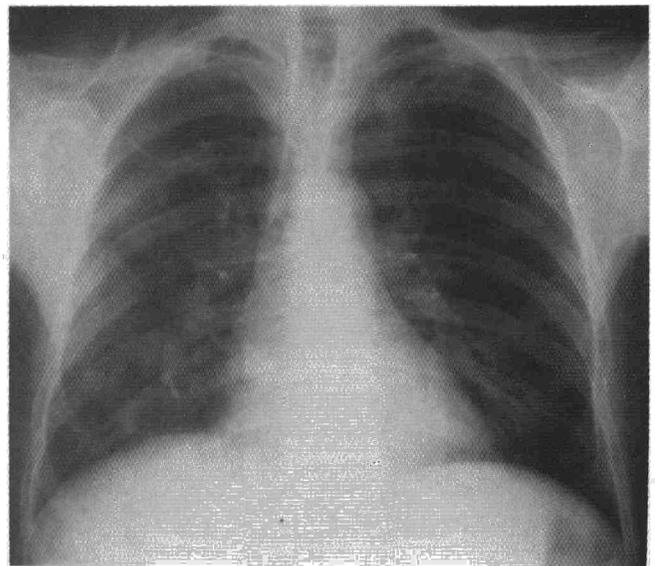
Caso 2. Radiografía P-A de tórax, un mes después del ingreso.
